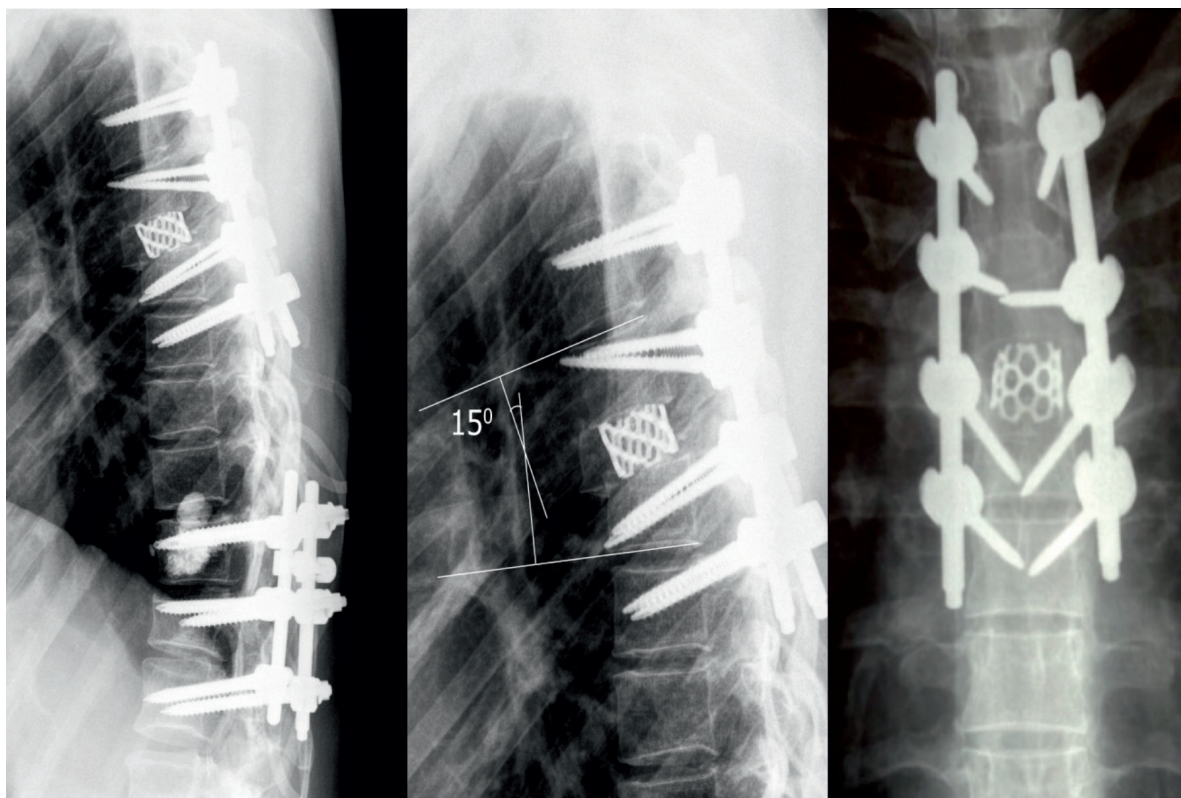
Контрольные рентгенограммы пациентки В., 30 лет после операции. Ось позвоночника восстановлена. Металлоконструкции установлены корректно, стабильно
